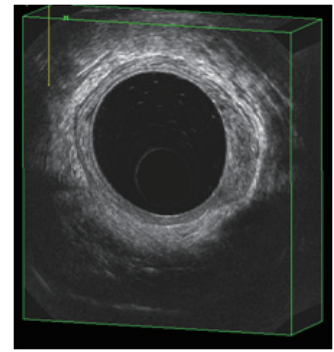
3D 경직장초음파 rectal ca(UT1N0)
